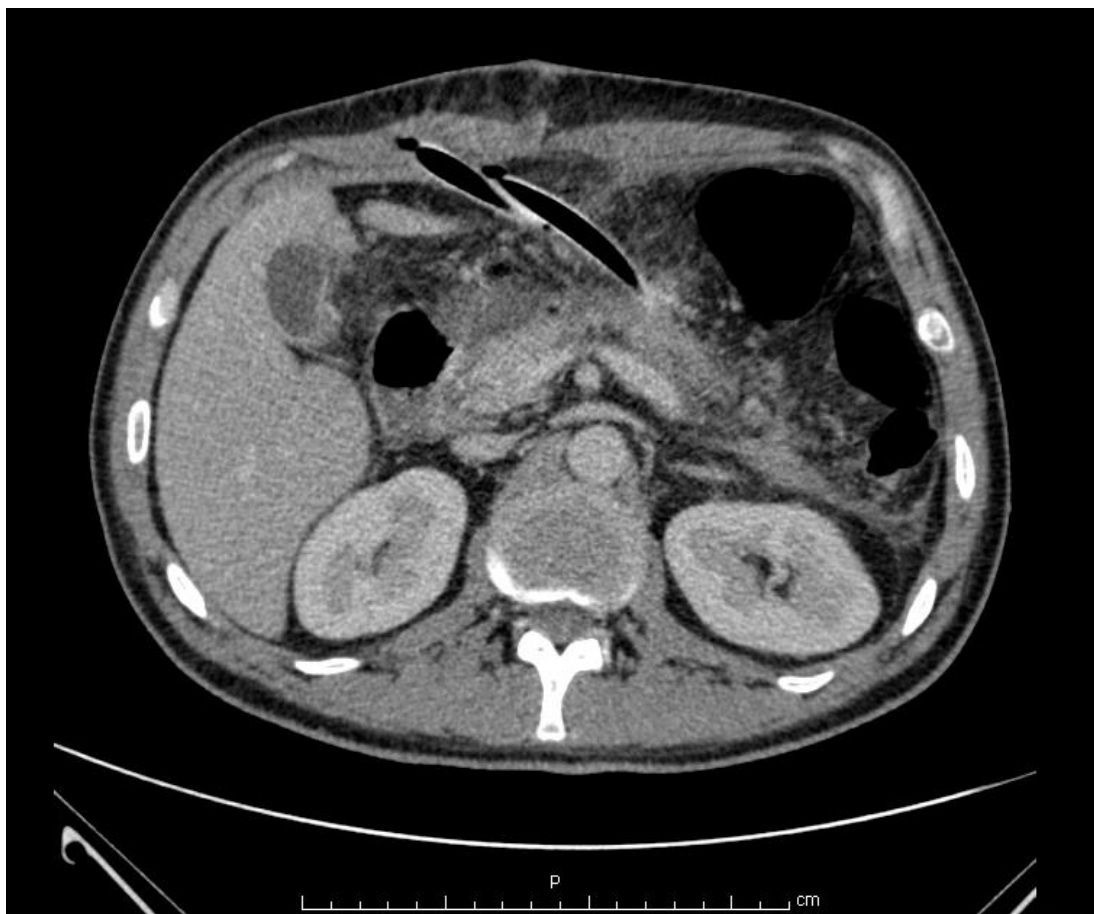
Компьютерная томограмма больного П., 50 лет, и/б 144761, 12-е сутки после лапаротомии. Сквозные дренажи в сальниковой сумке.
